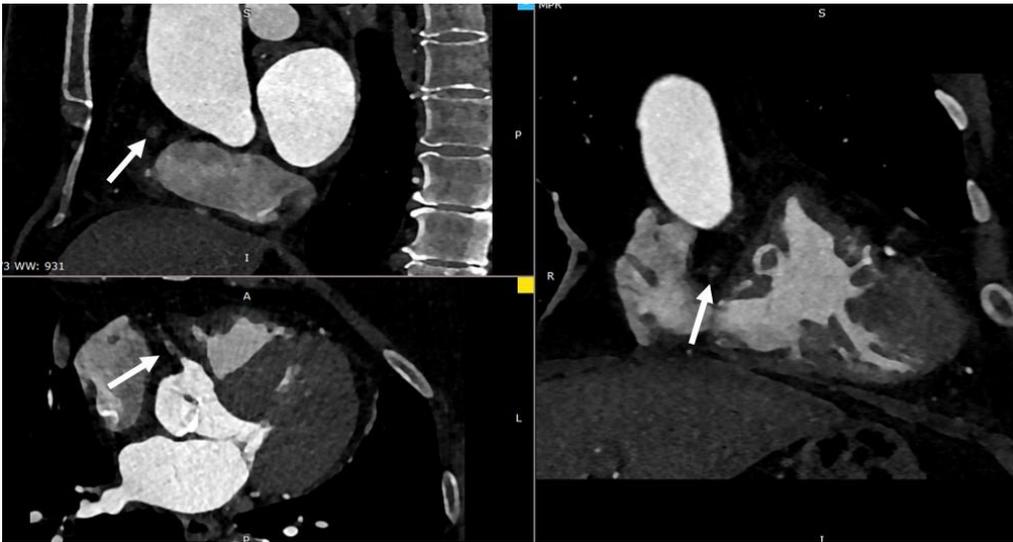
Пациентка Б., 74 года. КТ-коронарография, мультипланарная реконструкция, проксимальная окклюзия правой коронарной артерии (стрелки).
